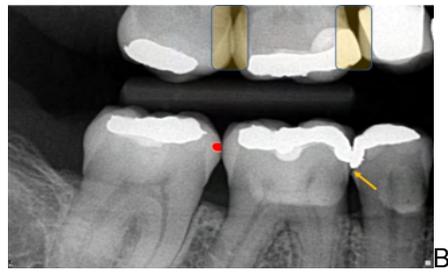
Radiografia Interproximal original de Ms D (A) e Radiografia Interproximal, com apontamentos (B) das superfícies interproximais para região de Ms D. Note em vermelho a cárie somente em esmalte no dente 47(M). A seta laranja mostra a falta de material restaurador no dente 45 (D), e a consequente infiltração por cárie.
